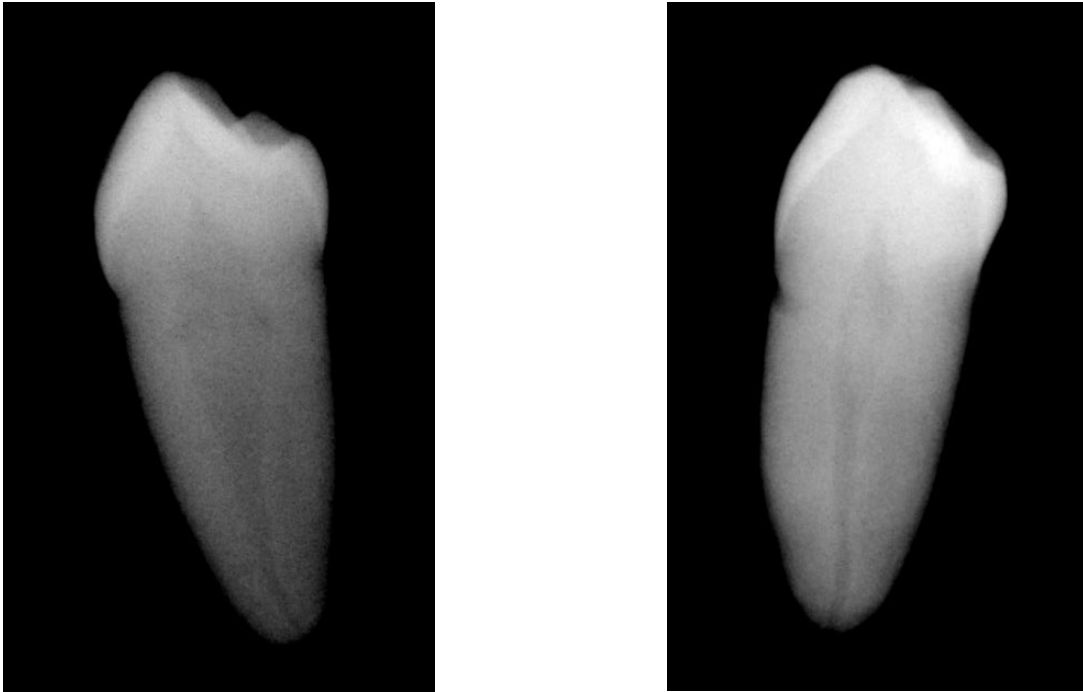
Radiografía tomada de dos de las muestras experimentales para corroborar la presencia de un conducto único.
